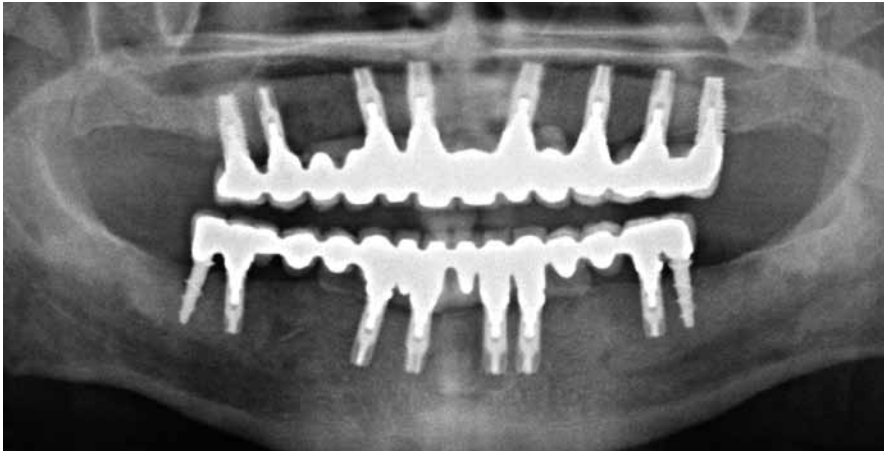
Ortopantomografía final.
